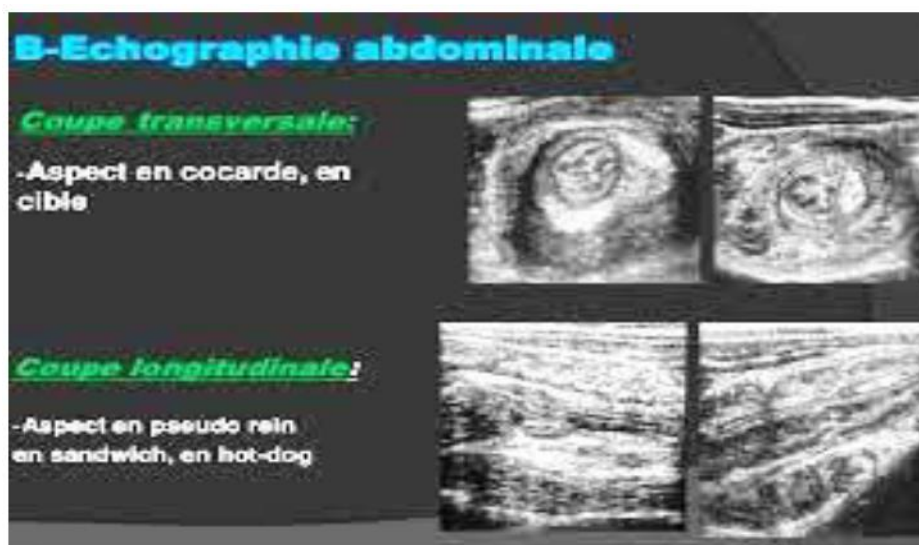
Image en cocarde et en sandwich sur les coupes transversale et longitudinale échographique [29]
